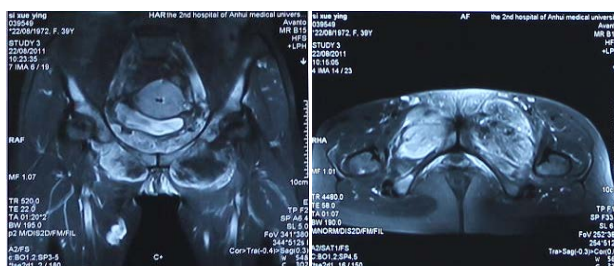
2011-8-22 Pelvic MRI, abnormal signal can be seen in bilateral inguinal regions
